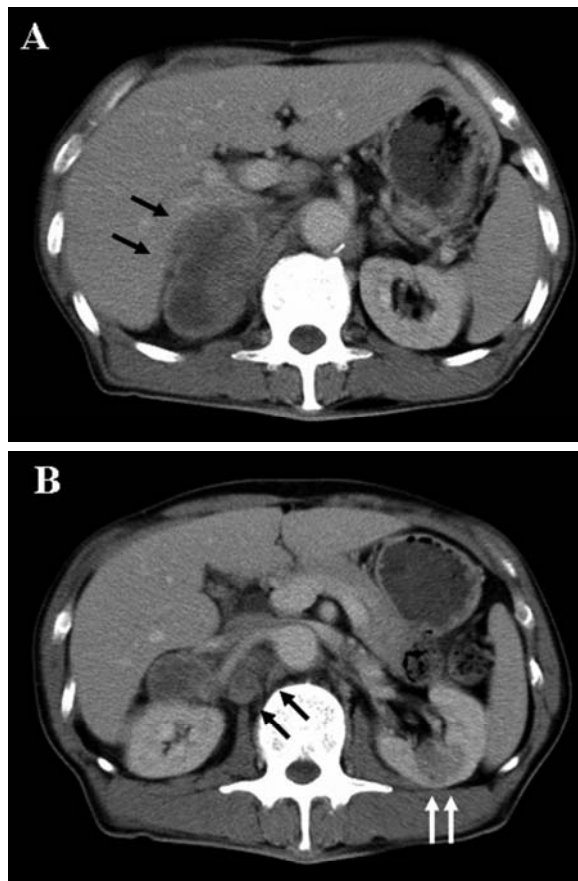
(A) Computed tomography (CT) shows a right adrenal mass 8 cm in diameter (black arrows). (B) Abdominal CT shows left renal tumor (2 cm), which was slightly enhanced by contrast media, in the middle of the kidney (white arrows). There were lymph node enlargements around the right renal artery (black arrows).
